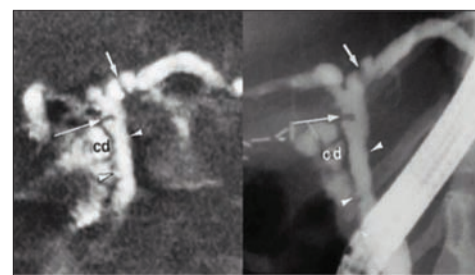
МРХ (слева) и рентгенограмма, полученная при ЭРХПГ (справа) у пациента с ПСХ (по A.S. Fulcher, 2000)
